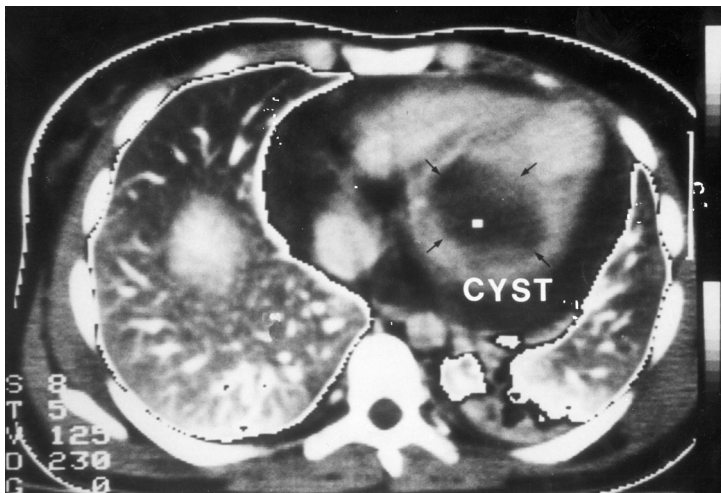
Эхинококковая киста сердца, компьютерная томограмма. Хорошо видна киста в левом желудочке (стрелки) и перикардиальный выпот. CYST — киста.
